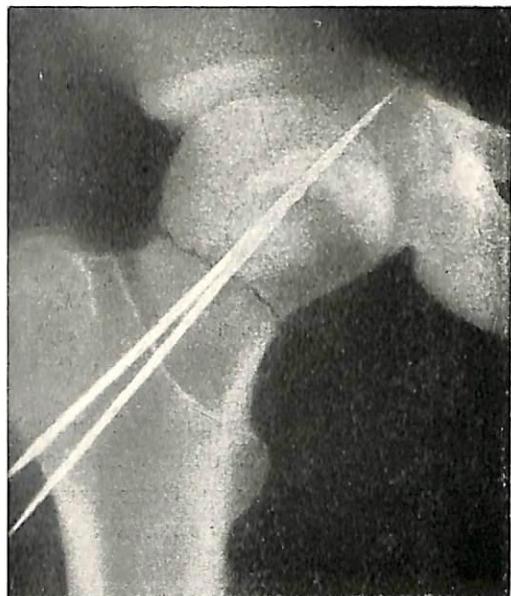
Рентгенограмма. В шейку и головку бедра введены два шила разных диаметров.
